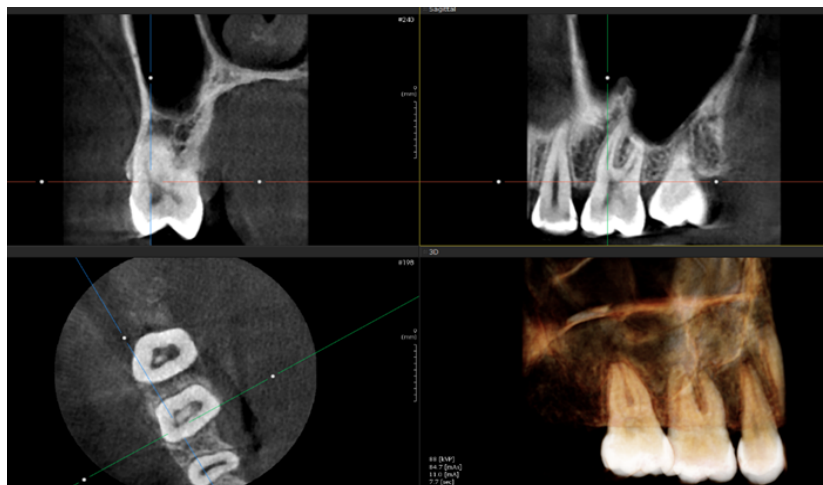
Imagen de una tomografía del MV2 en la RMV del PMM.
